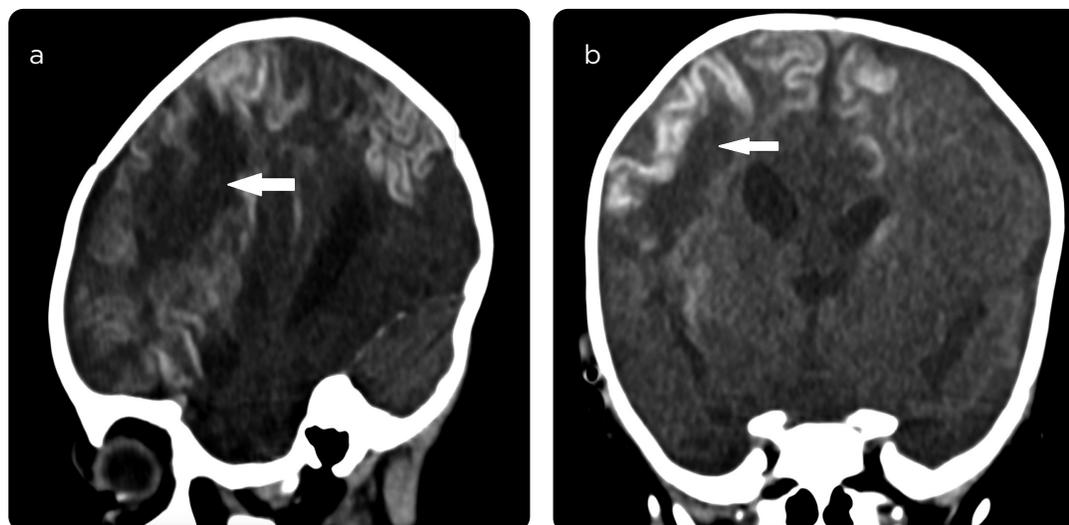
TC, cortes a) sagital y b) coronal. Áreas corticales de alta densidad con patrón giriforme compatibles con necrosis laminar cortical. a) La flecha señala la baja densidad perilesional por el compromiso asociado de la sustancia blanca (flechas).
